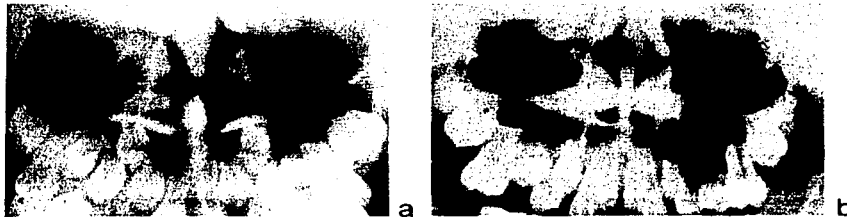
Radiografías panorámicas en donde observamos la diferencia que existe entre:
